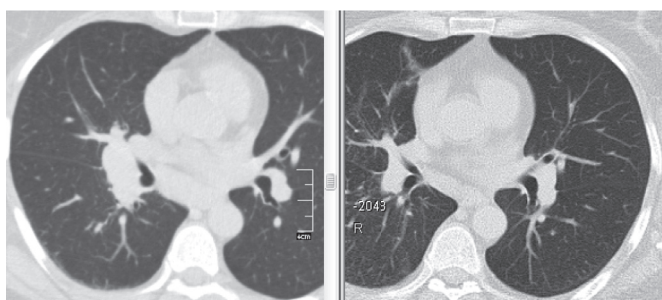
МСКТ больной М., 51 года: саркоидоз II стадии — правосторонняя прикорневая лимфаденопатия, слева — до лечения, регрессия после трехмесячной ГКС-терапии (справа).
